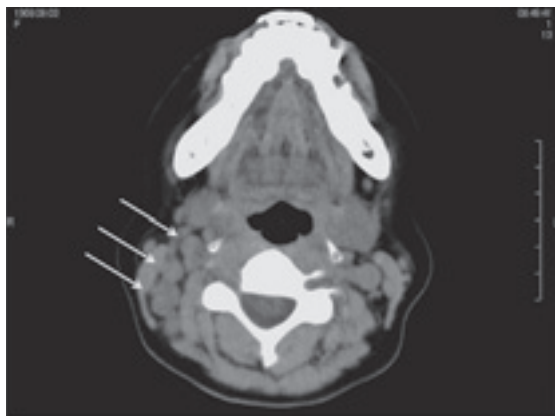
A cervical CT shows a swelling of cervical lymph nodes.
